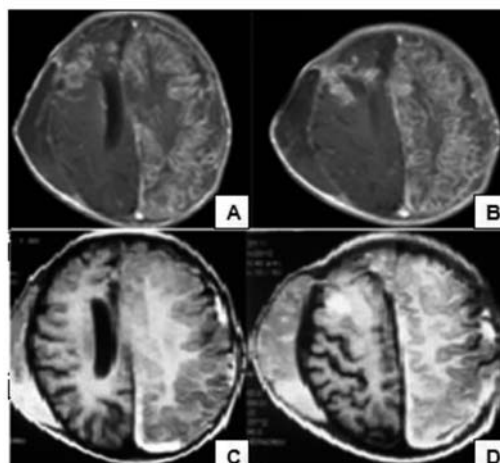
Lactante con PHACE. (14 tabla 5) Resonancia Magnética Cerebral en secuencias ponderadas en T1 cortes axiales con (C y D) y sin contraste (A y B). Obsérvese hemangioma parieto-temporo-occipital derecho, con asimetría entre ambos hemisferios cerebrales por hipoplasia hemisférica derecha, hematoma extradural sin efecto de masa, ni desplazamientos de estructuras de línea media
